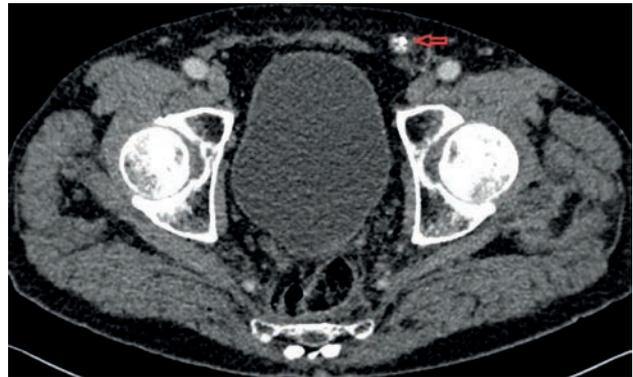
TC abdominal axial en el que se aprecia un tubo de drenaje en el canal paracólico izquierdo (flecha roja) que se extiende hasta la región inguinal izquierda.
